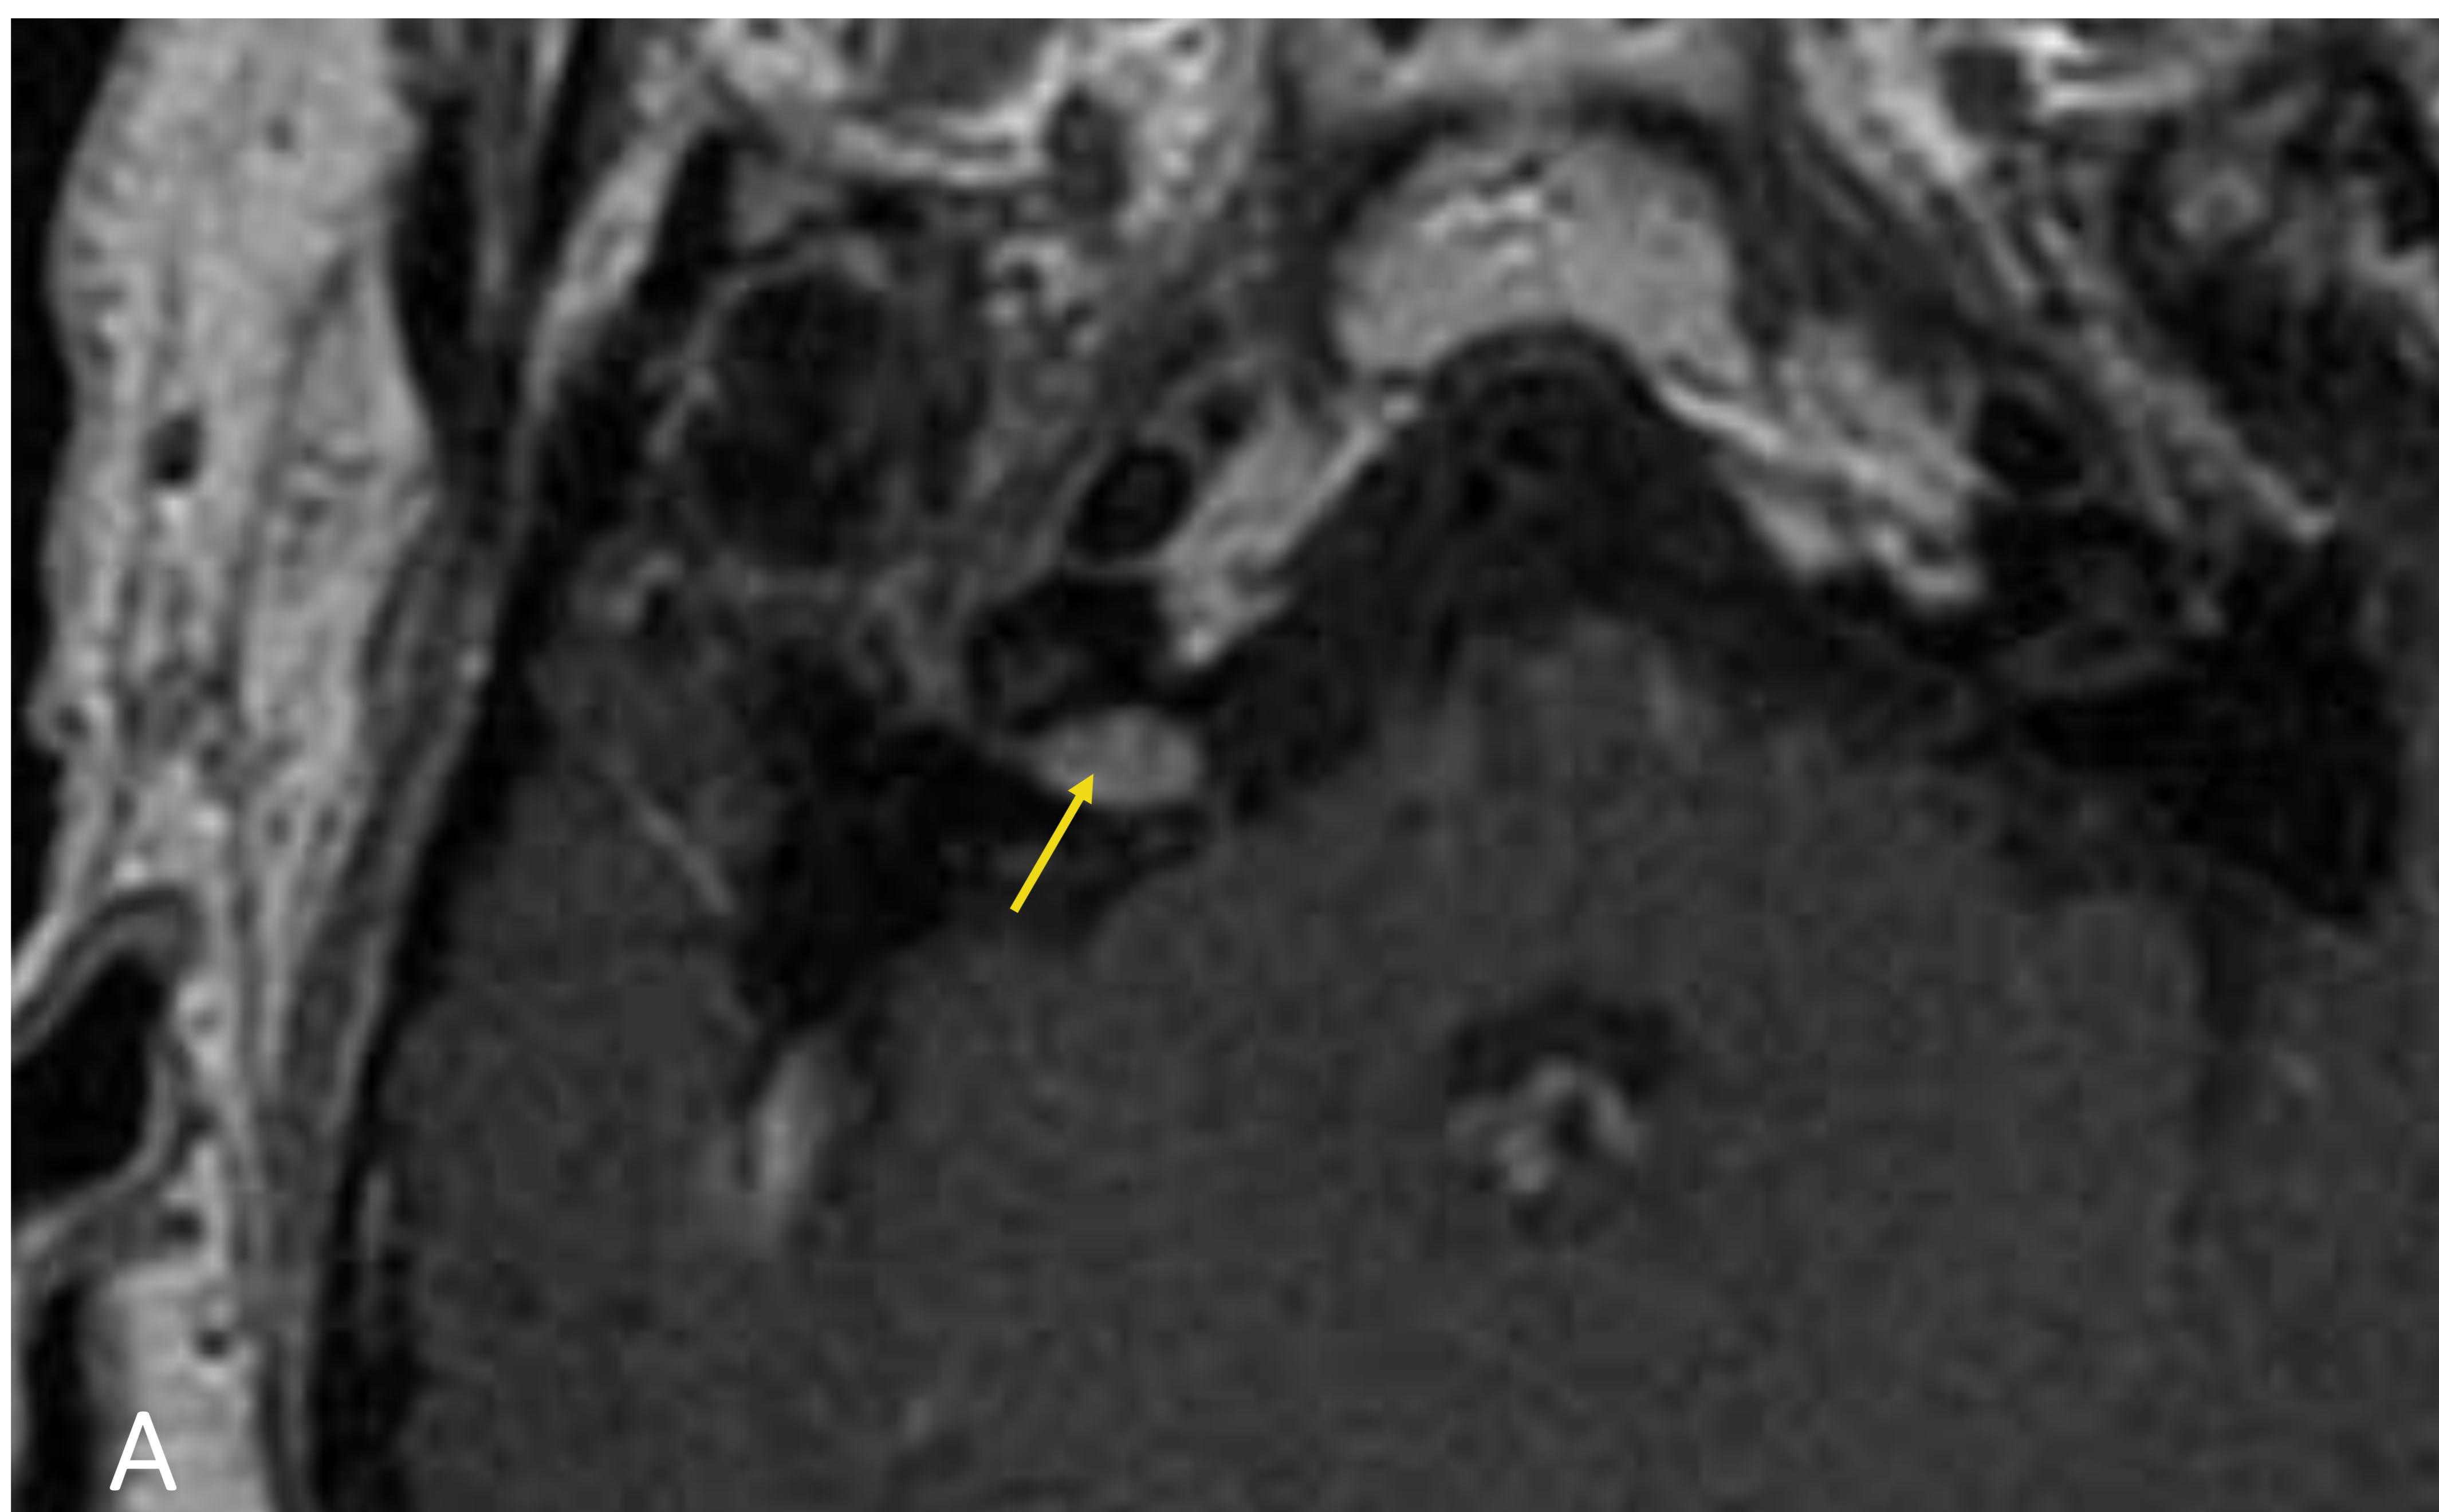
RM T1 +C: Lesión con realce a nivel de ganglio geniculado (flecha) siguiendo el canal del facial (OM)
